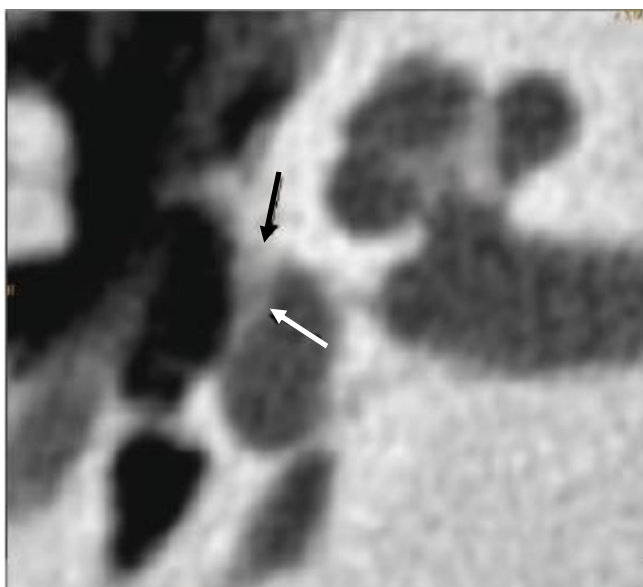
TDM axiale de la région des fenêtres [D]
